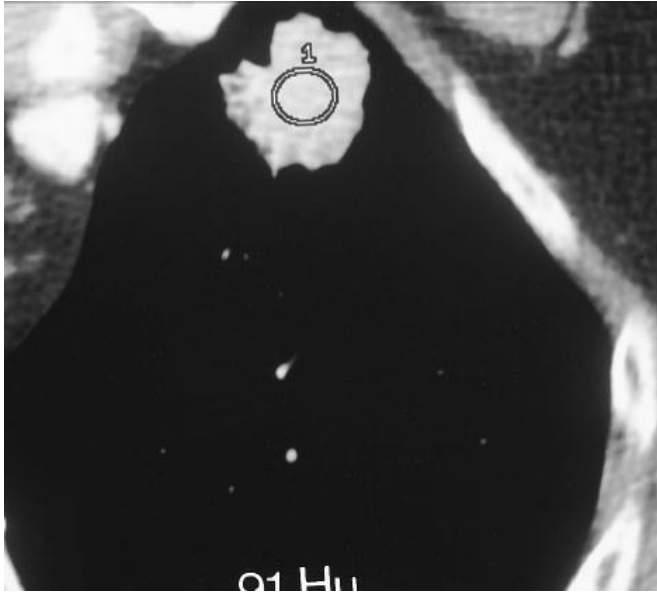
TC Dinamica; TC contrastada de un NPS con 3 mm de colimación que mide 22 mm de diametro, no calcificado en el lobulo superior del pulmón izquierdo. El nódulo tuvo un realce de 91 UH. Este fue removido quirurgicamente y se descubrió un adenocarcinoma en estadio I.¹⁰
